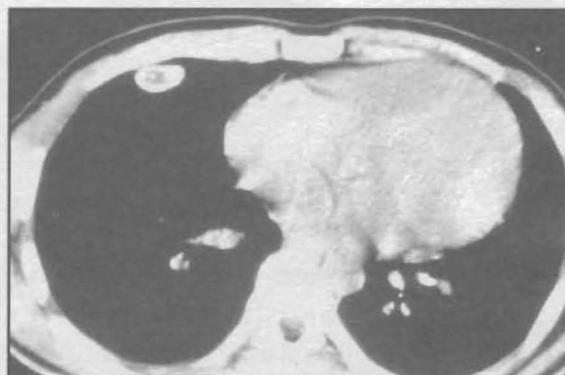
TAC muestra nódulos pulmonares
